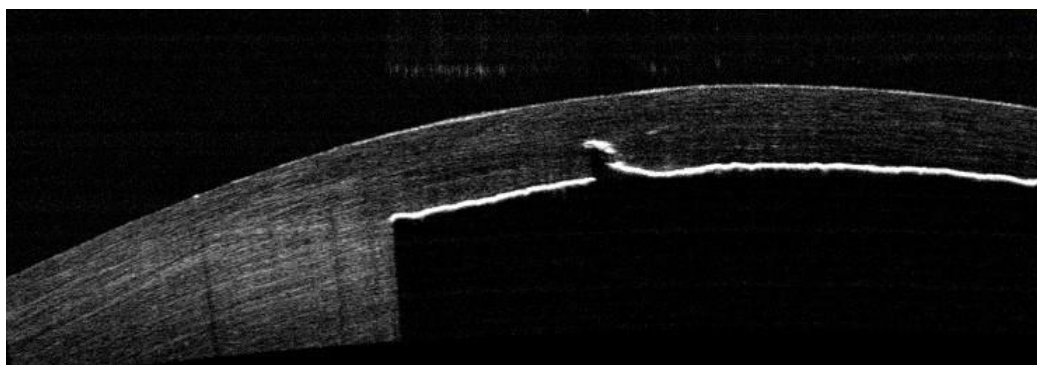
Оптическая когерентная томография роговицы кадаверного глаза с выполненным тангенциально-ориентированным входом в интрастромальный туннель с одним изломом
